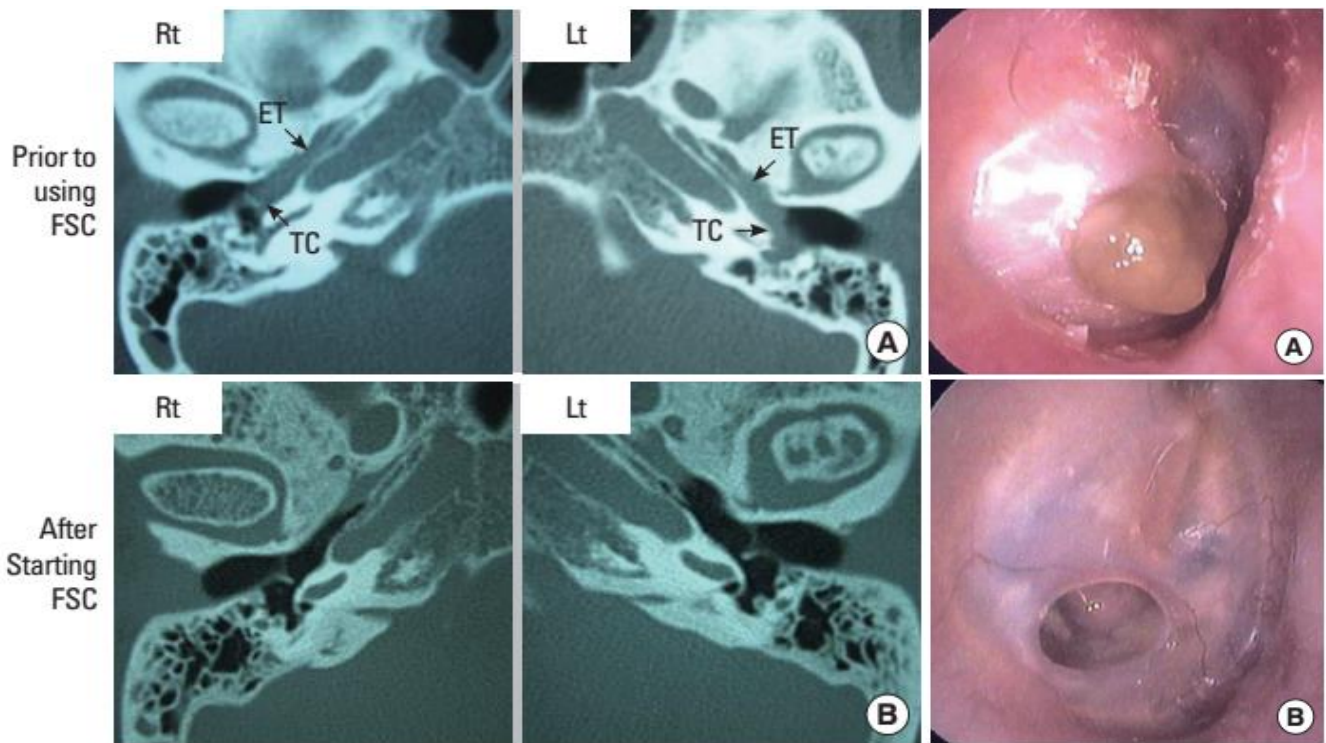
Figuras mostram achados à observação da membrana timpânica e avaliação por TC. As imagens A são antes da otimização do tratamento da asma com presença de otorreia e derrame na trompa de Eustáquio. As imagens B pós otimização do tratamento mostram o seu desaparecimento. [Adaptado (27)]
